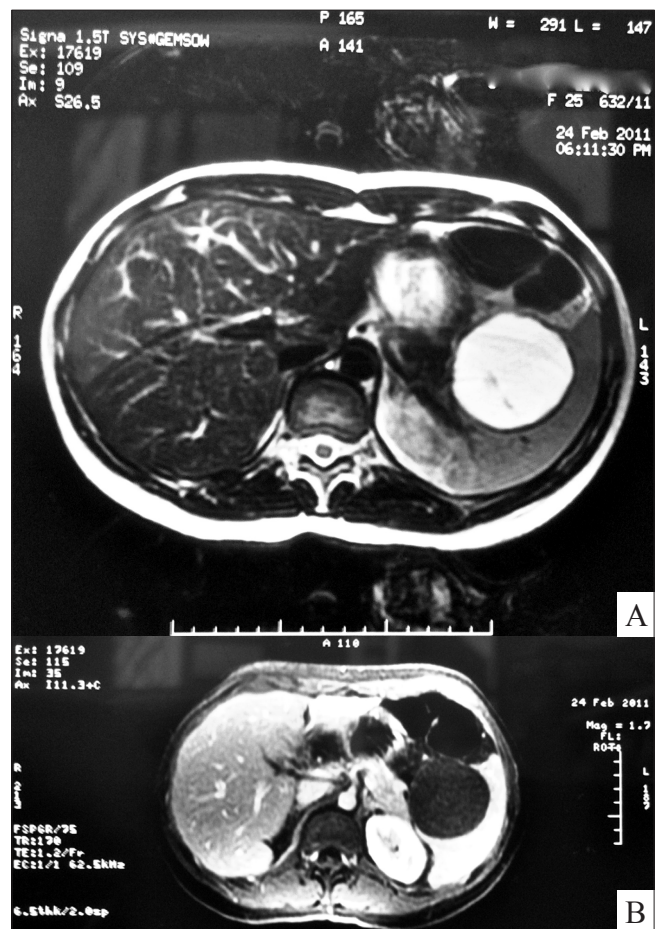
Ressonância nuclear magnética do abdome superior mostra imagem com conteúdo cístico, localizada na topografia do baço, tamanho cerca de 60 mm, encapsulada, com conteúdo mostrando alguns septos no seu interior, com hipersinal em T2 (A) que não se realçava no eco tardio e com sinal intermediário em T1 (B). Após o contraste, não se observou captação significativa da lesão cística.
